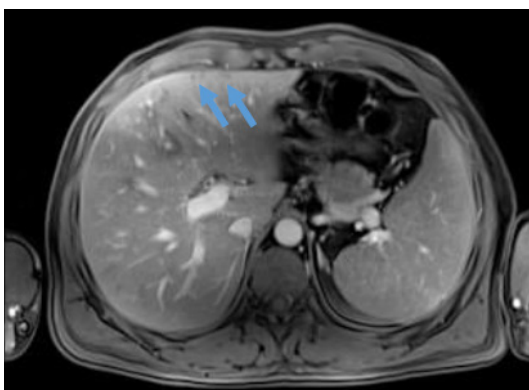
MRI (T1w after ev gadolinium) – 4 small hypovascular micronodular areas at the anterior margin of the left lobe, at the site where the parasites perforated the liver capsule (arrows).
